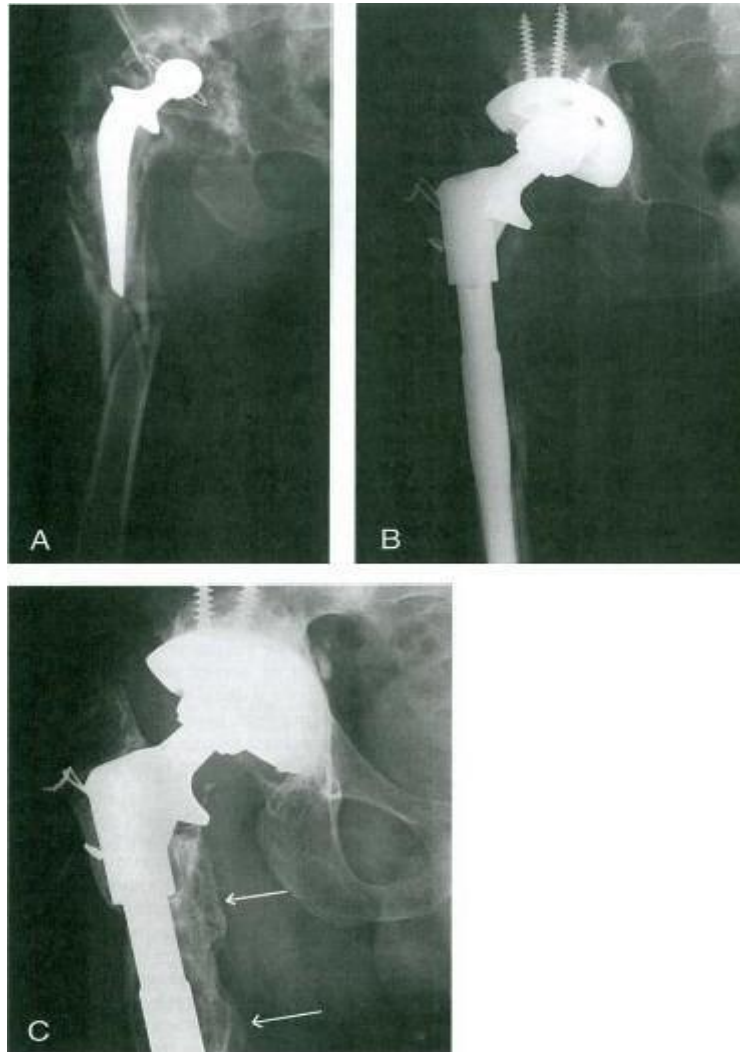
A) RTG kuka AP smjer - 3 mjeseca poslije ugradnje bescementne TEP - B<sub>2</sub> tip prijeloma, strelice prikazuju protezanje prijeloma, došlo je do labavljenja stema - muškarac star 61 godinu. B) RTG kuka AP smjer nakon revizije - repozicija i fiksacija kortikalnim grafovima i serklažnim žicama, fiksacija stema dugog 180mm cementom.
